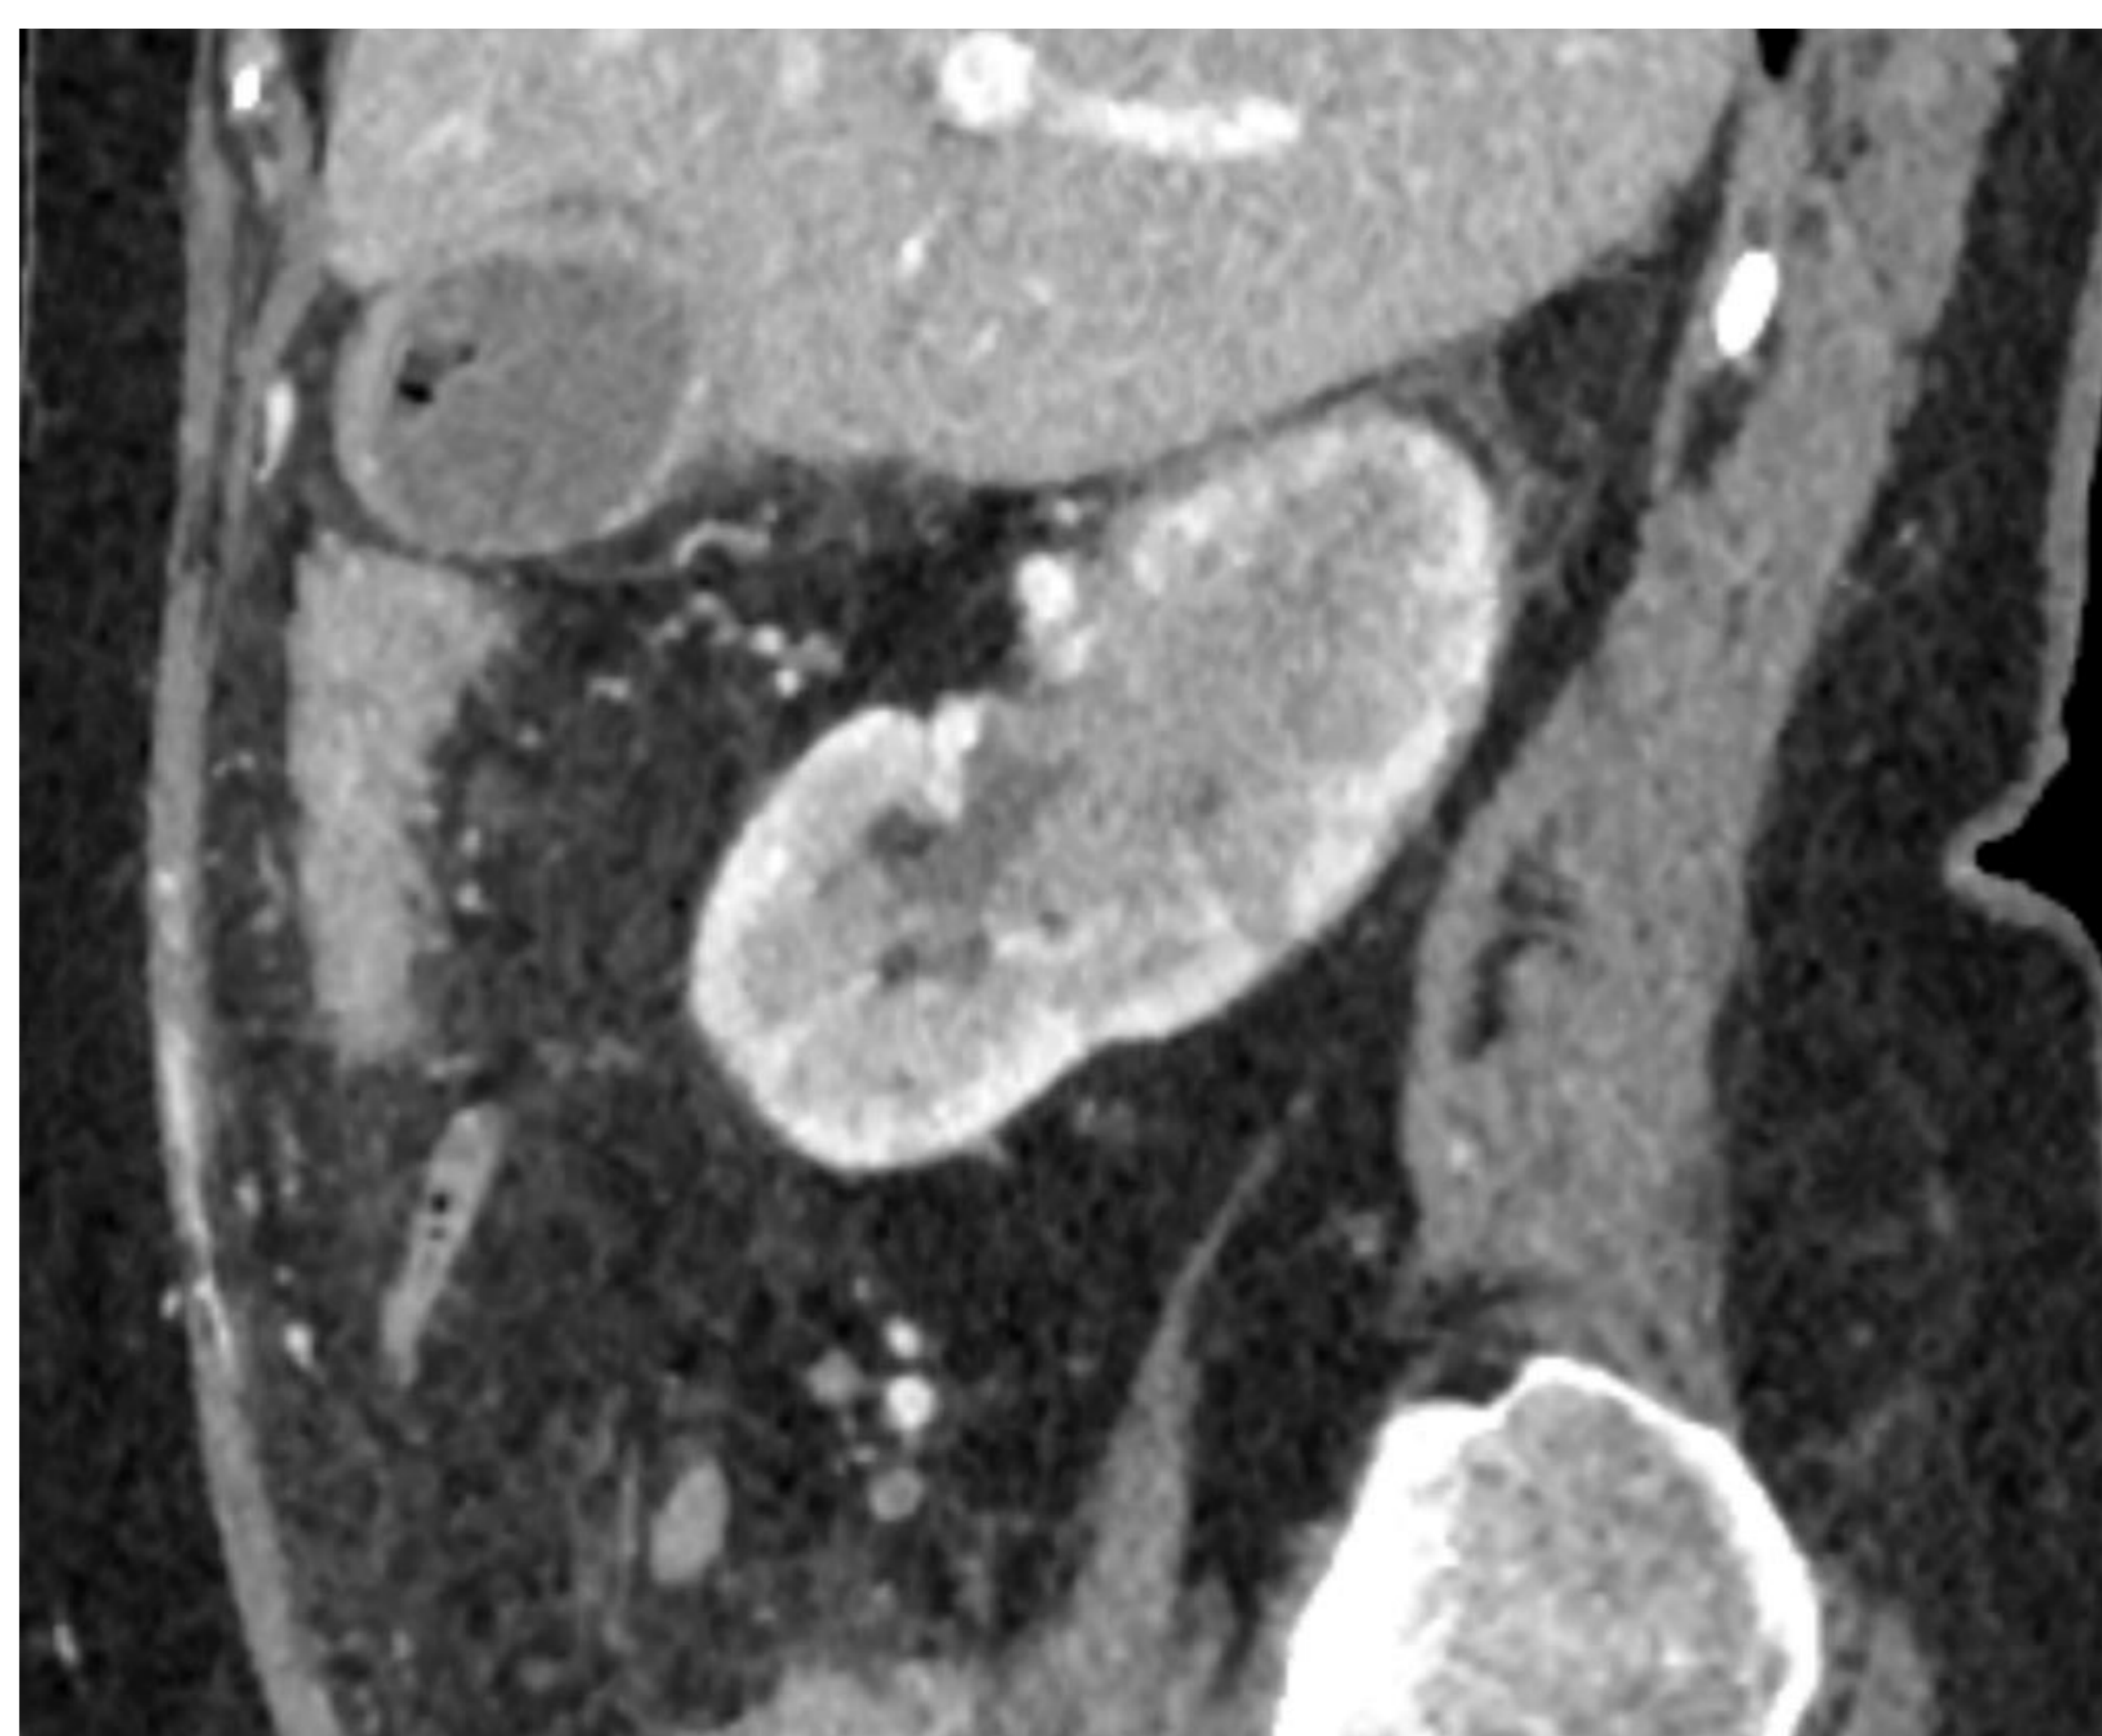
TC en fase portal y PET-TC. Se evidencia una afectación renal derecha difusa con mala diferenciación entre la cortical y el seno renal, afectación perirrenal izquierda, trabeculación de planos grasos del omento mayor y mesentéricos sugerente de afectación peritoneal y múltiples adenopatías en cadenas ilíacas con hallazgos histológico de Leucemia/Linfoma linfoblástico B.
